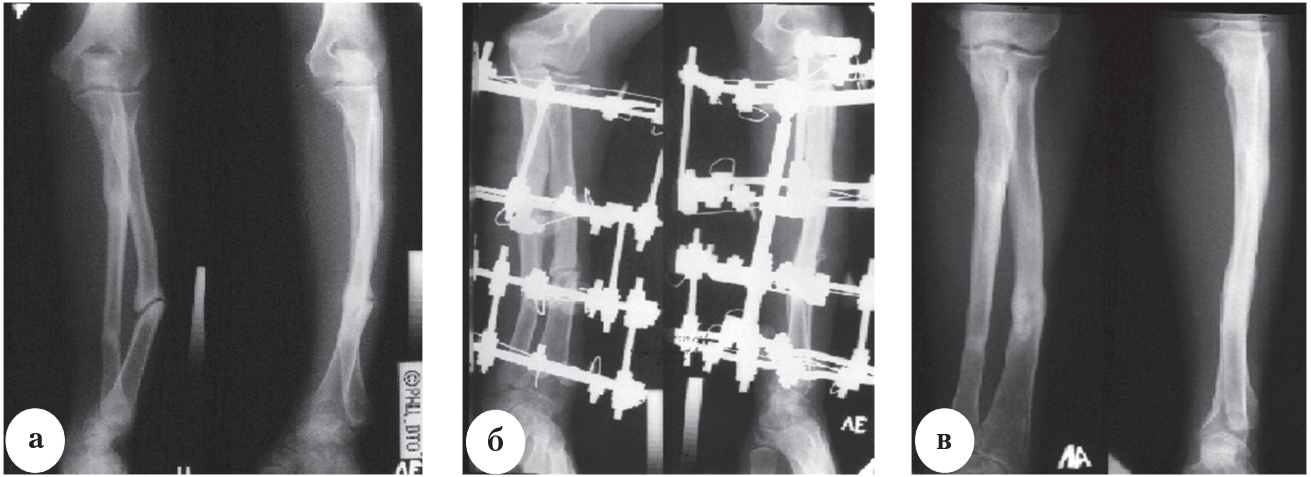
Рентгенограммы больного Б., 31 года: а – до лечения; б – в процессе остеосинтеза; в – после лечения
